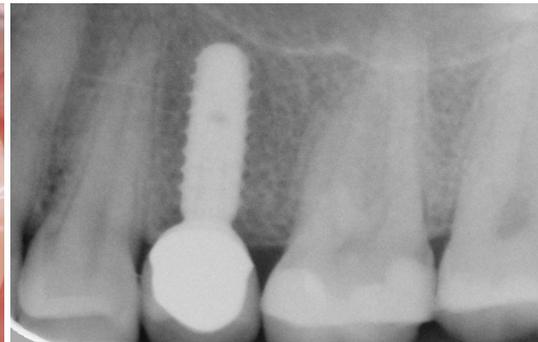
Das Röntgenkontrollbild nach dem Einsetzen der definitiven Versorgung zeigt ein stabiles Knochenlager.
